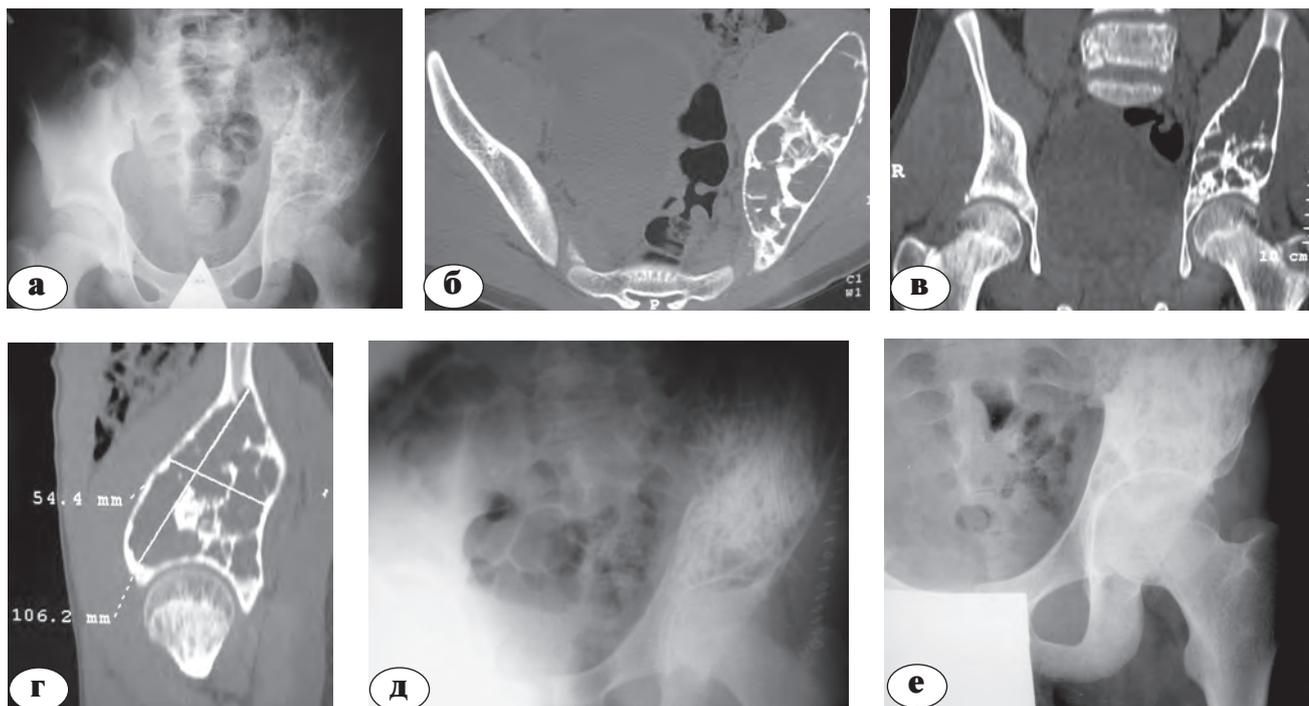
Рентгенограммы пациента Д., 13 лет, с аневризмальной кистой левой подвздошной кости: а–г – рентгенограммы и компьютерная томография до операции; д – послеоперационная рентгенограмма, е – через 4 года после операции
